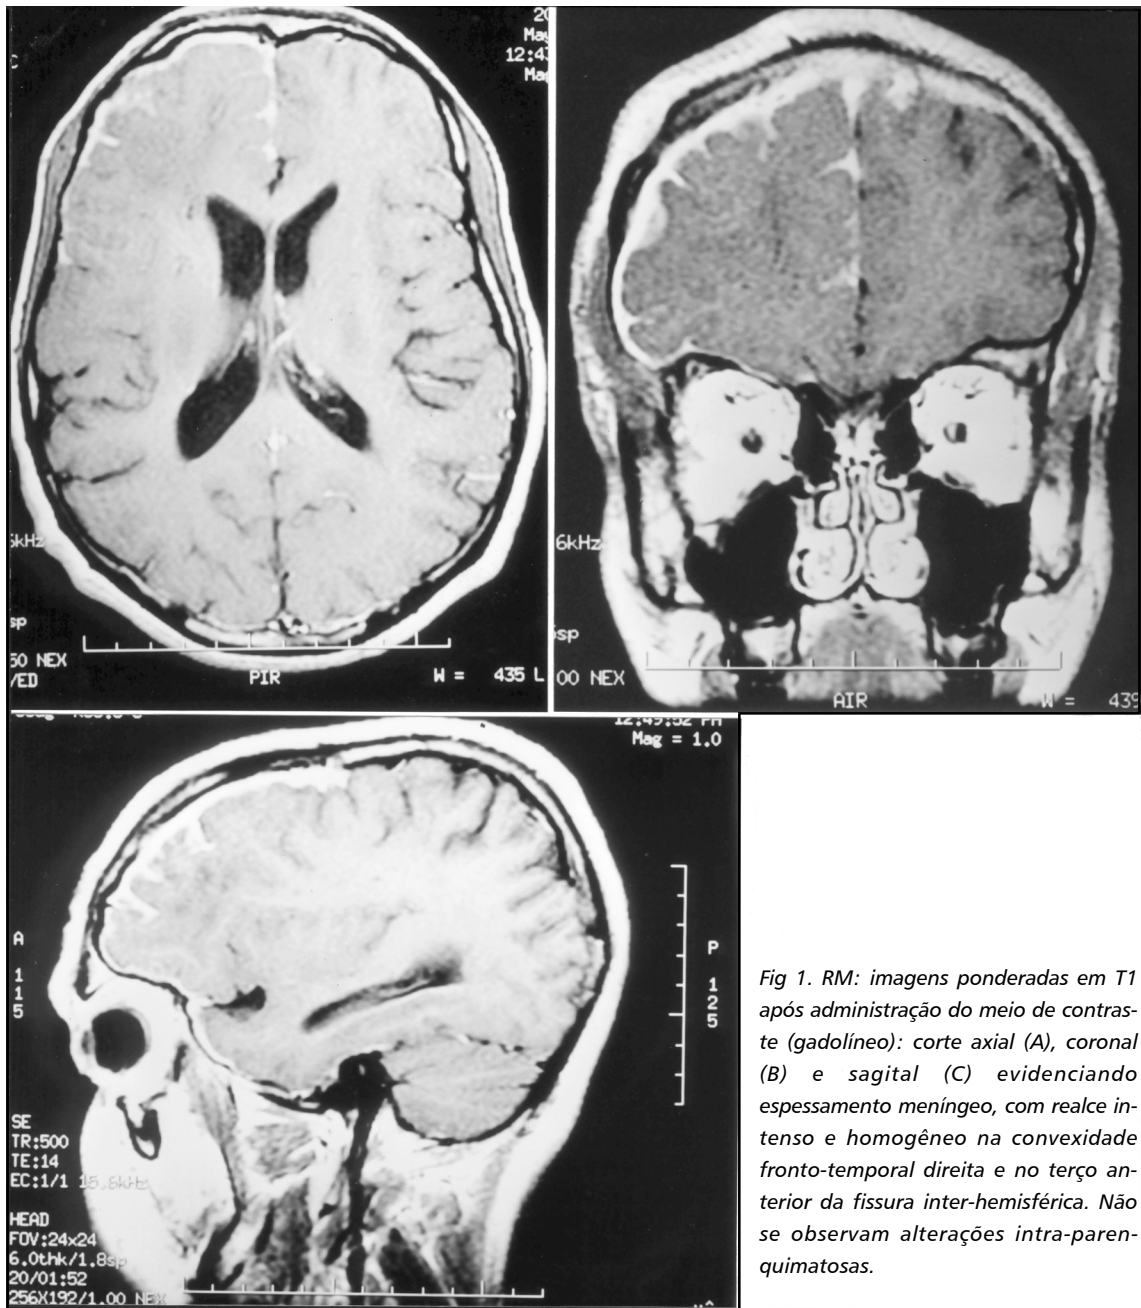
RM: imagens ponderadas em T1 após administração do meio de contraste (gadolínio): corte axial (A), coronal (B) e sagital (C) evidenciando espessamento meníngeo, com realce intenso e homogêneo na convexidade fronto-temporal direita e no terço anterior da fissura inter-hemisférica. Não se observam alterações intra-parenquimatosas.
